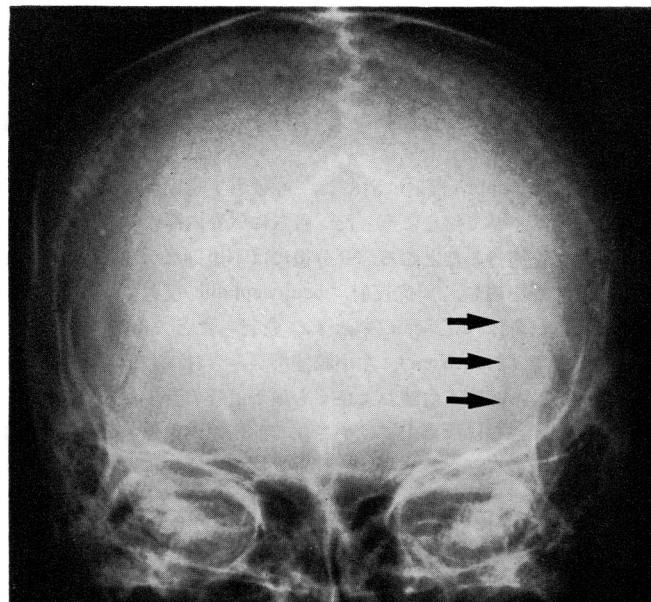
Plain skull roentgenogram showing a linear occipital fracture (arrows).
